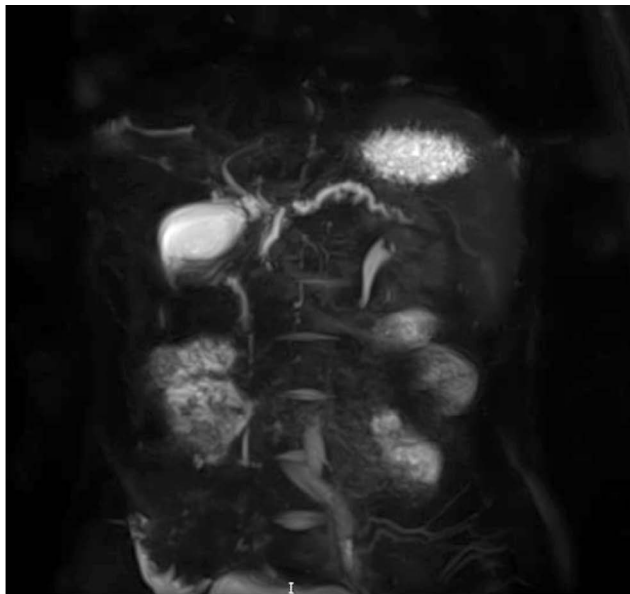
Магнитно-резонансная томография органов брюшной полости: извитой и расширенный вирсунгов проток.
